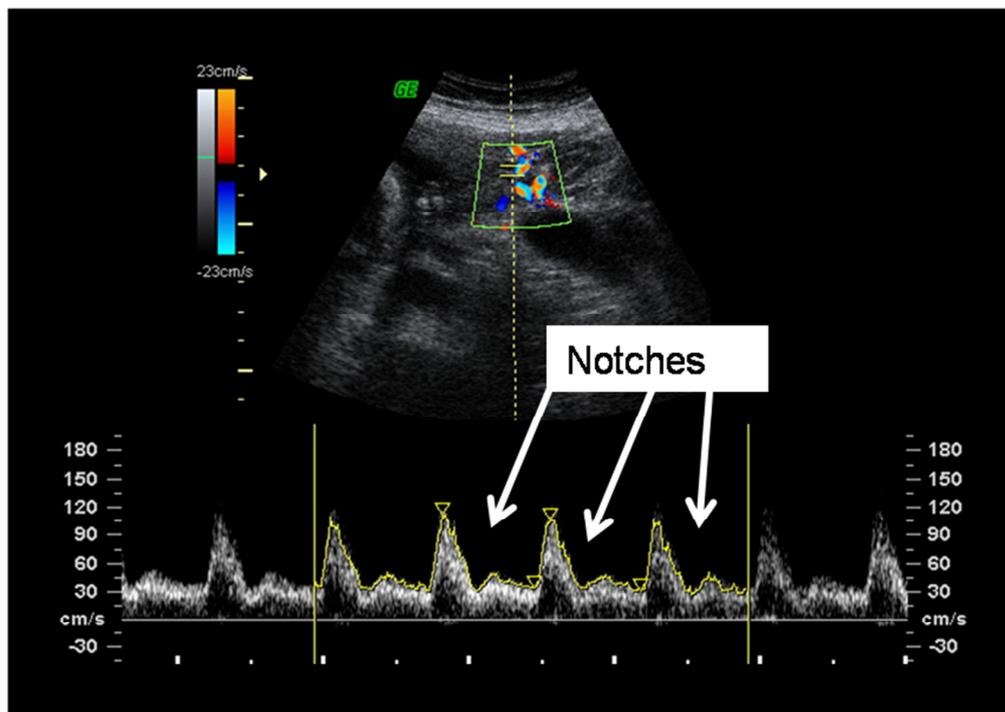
Pathologische Dopplersonographie der Arteria uterina mit Notch
